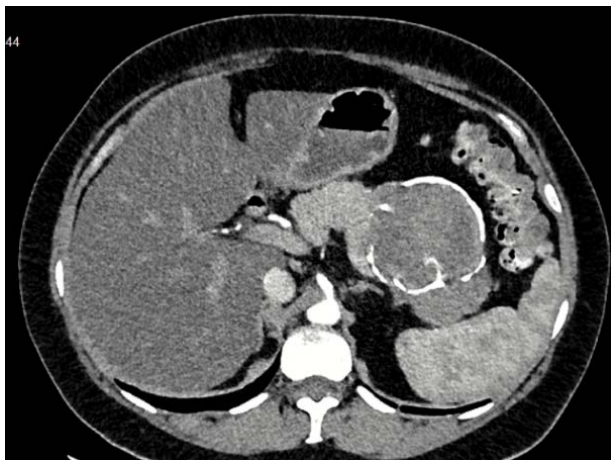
Tomografía abdominal. Imagen heterogénea, con contornos lobulados, con calcificaciones.
